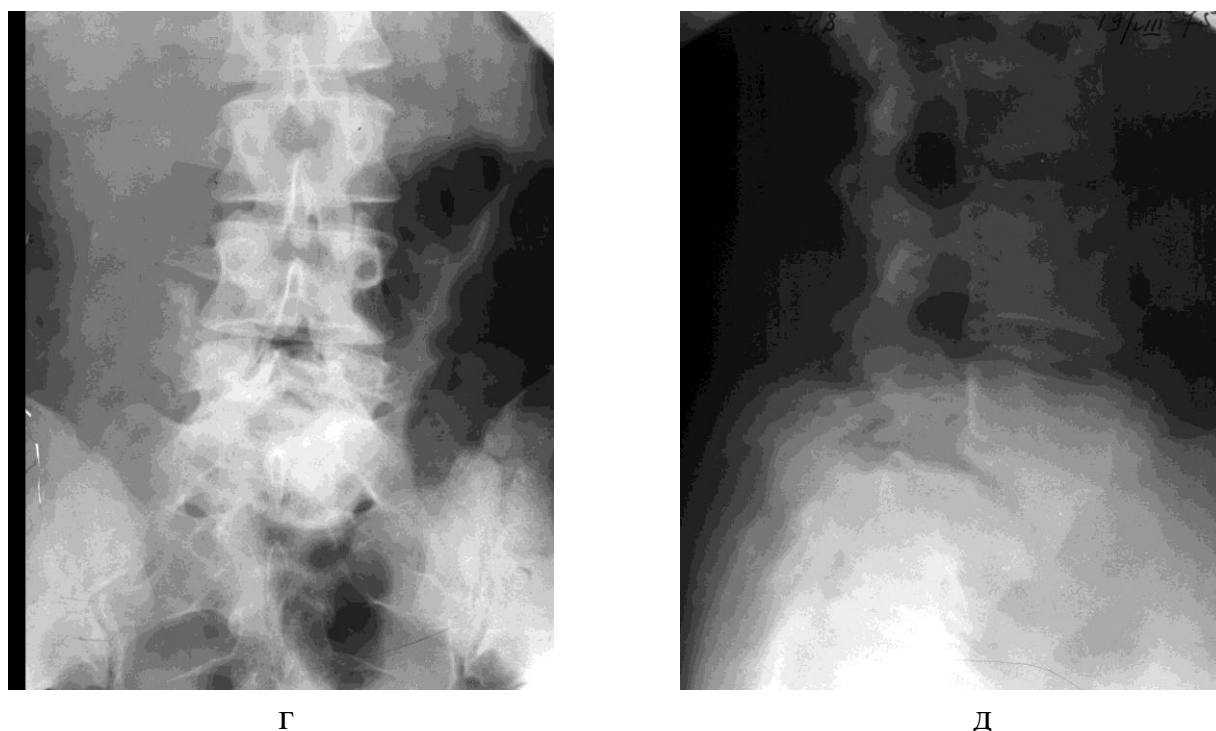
(продолжение) Серия рентгенограмм больной С-вой, 17 лет (ист. № 26548): г) боковой и д) передне-задний снимки после операции (потеря коррекции, псевартроз L<sub>5</sub>–S<sub>1</sub> после переднего спондилодеза ауто- и алло-трансплантатами.
